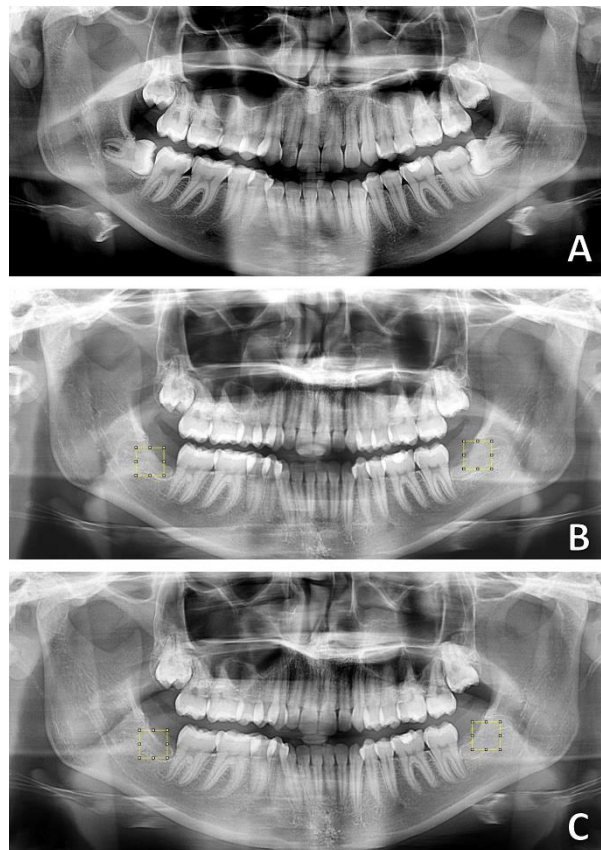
Análise do reparo alveolar por radiografia panorâmica. Rx panorâmico pré-operatório (A), e pós-operatório de 2 (B) e 4 (C) meses. Área quadrangular de 1cm² (quadrado amarelo) demarcada com auxílio do ImageJ para posterior avaliação do histograma e intensidade de PI.
